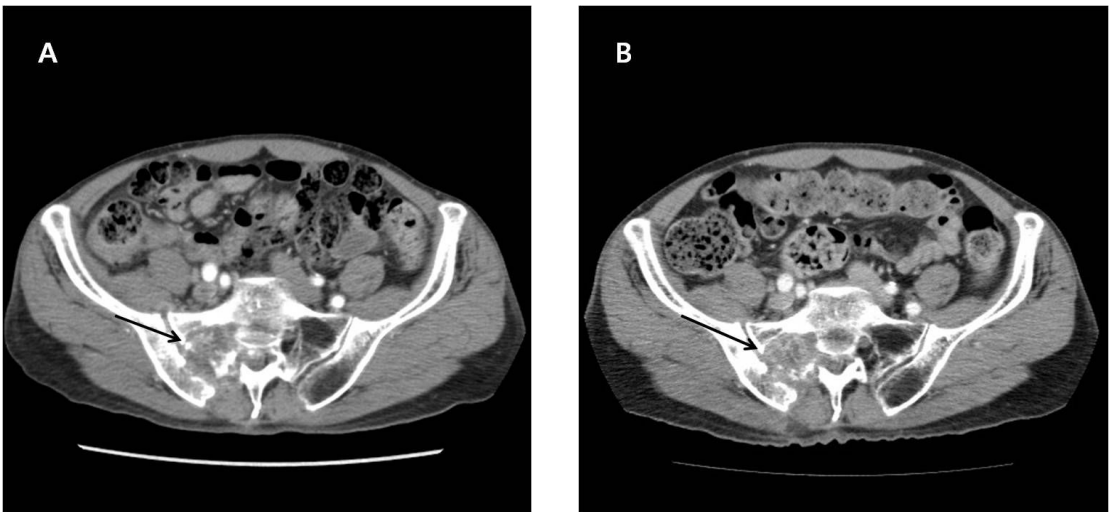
CT scan shows bone destruction with soft tissue density in right sacral bone extending to right iliac bone and sacroiliac joint (arrow) (A). Follow-up CT scan after 3 months shows minimal regression of tuberculosis involving right pelvic bone and surrounding muscle. (arrow) (Fig. 4A: 3.7 \times 4.15 cm, Fig. 4B: 3.88 \times 3.96 cm)(B).
